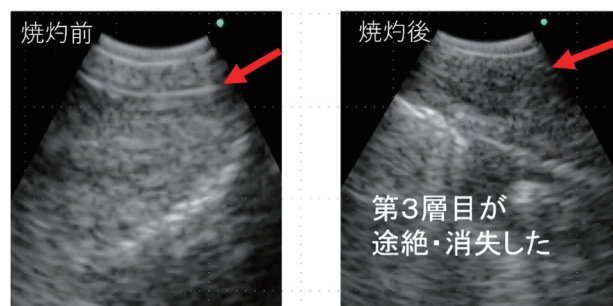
CALでの超音波気管支鏡像(左:正常気管膜様部, 右:外膜焼灼による外膜損傷モデル)
